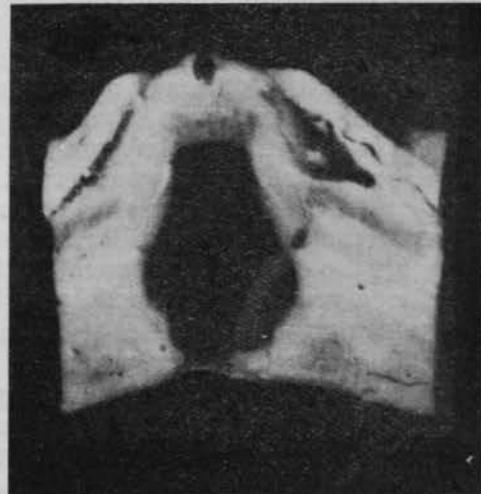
Corte de cerebro correspondiente al caso de las radiografías 3 y 4. Se confirma la dilatación enorme del tercer ventrículo. Atrofia de los tubérculos neurilares. Existía intensa atrofia cortical que no se apreciaba en las radiografías.
